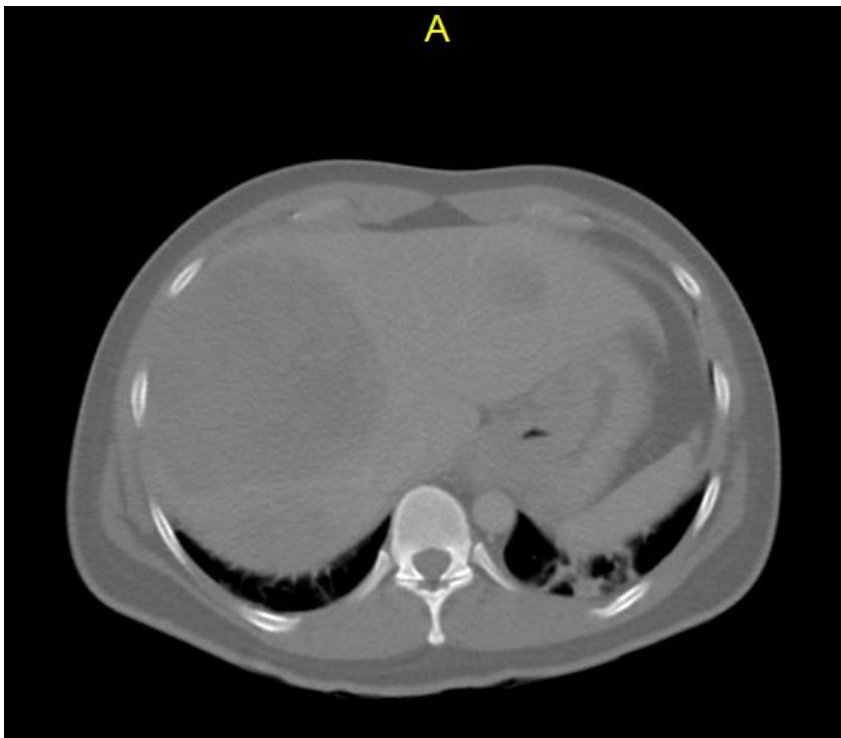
Tomografía axial computada de abdomen que demuestra probable metástasis hepática.
